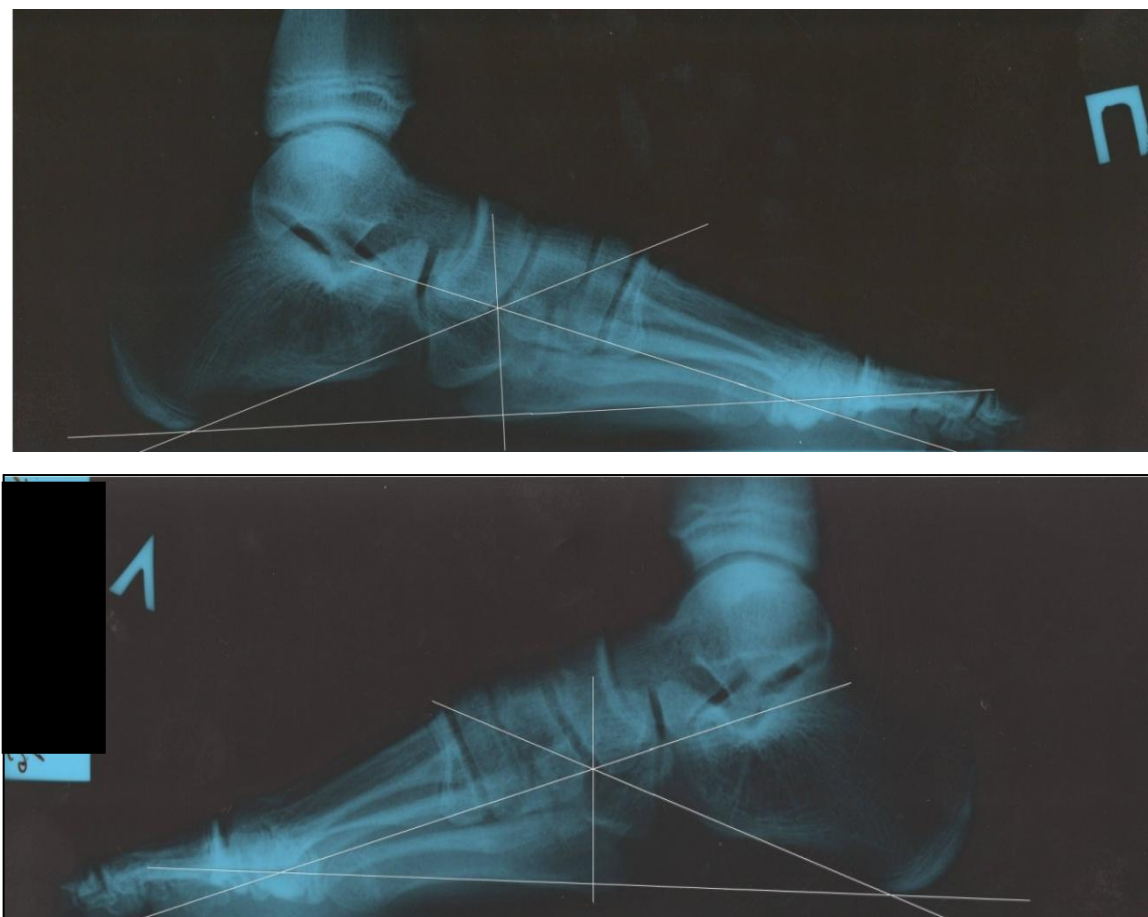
Рентгенограммы правой и левой стоп пациент Г., 15 лет, история болезни № 49, выполненные в вертикальной плоскости с функциональной нагрузкой.
